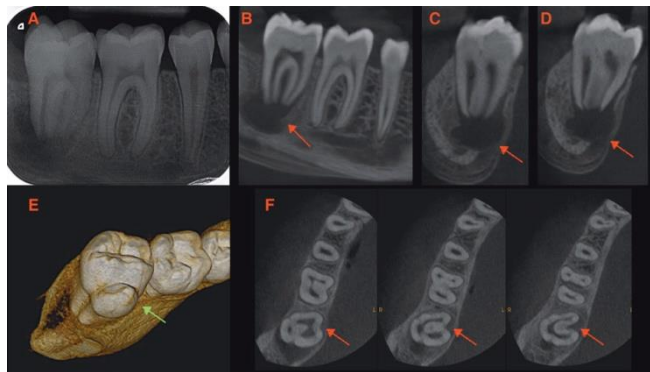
Tomografía Computarizada de Conducto en “C”, imagen tomada de:
